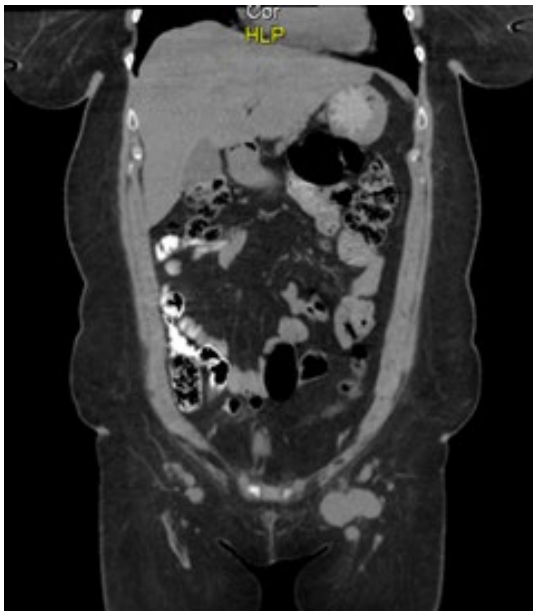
Imagen correspondiente a corte Coronal de TAC abdomen y pelvis con doble contraste, en la cual se puede evidenciar plastrón ganglionar en región inguinal izquierda.
